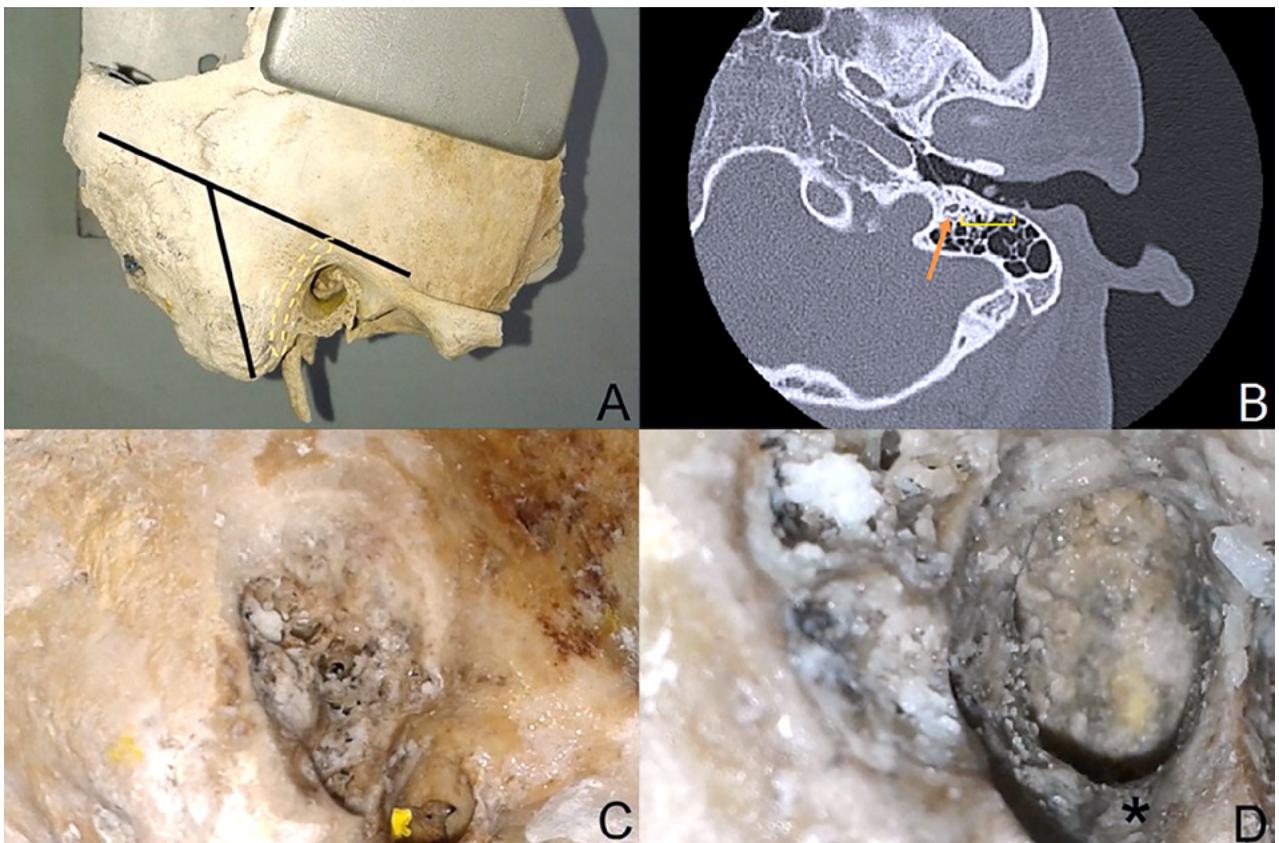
A) se traza una línea directriz que divide a la mitad la apófisis mastoideas. Se fresa la mitad anterior, en búsqueda del canal de Falopio (en amarillo). B) Se evidencia en TC canal de Falopio (flecha naranja) y profundidad del mismo (amarillo). C) inicio del fresado de la apófisis mastoideas. D) Profundizándonos, emerge la ranura digástrica (asterisco negro). E y F) Posterior a la exposición de la ranura digástrica, se realiza un adelgazamiento de la pared posterior (*) del CAE. Se identifica por translucencia el coloreado amarillo del canal de Falopio. G) Se identifica con el asterisco el abocchath que identifica el nervio facial.
